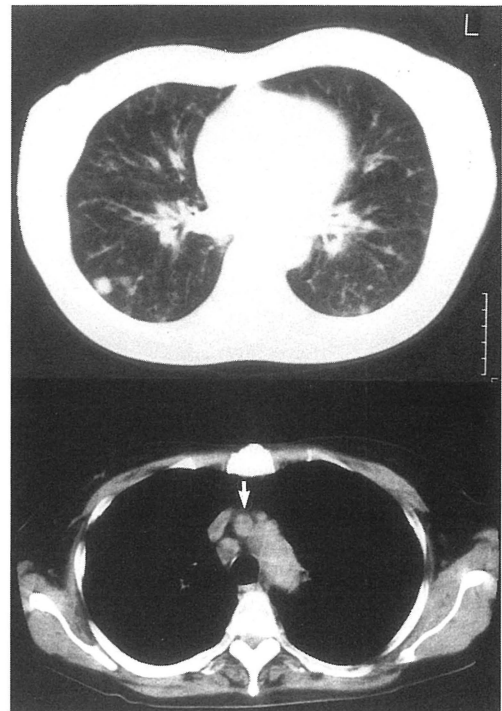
Chest CT image of lower lung fields on October, 1995. (upper) Coarse interstitial pattern and nodular formation in S9 are seen. (bottom) Mediastinal lymphadenopathy is noted. (arrow)
